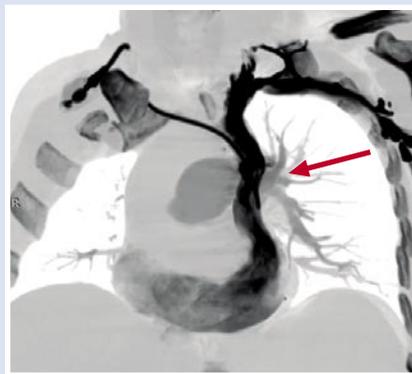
КТ флебограмма. Стрелочкой показана персистирующая левая верхняя полая вена.
